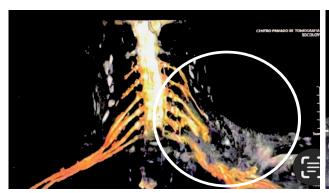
Imágenes de resonancias magnética (RM) en distintas fases. En ambos círculos blancos pueden verse la lesión del plexo, con sección total de los troncos superiores, medios e inferiores izquierdos muy próximos a las raíces en la medula lo que implica la gran y grave lesión del plexo braquial y el gran edema supraclavicular izquierdo.
